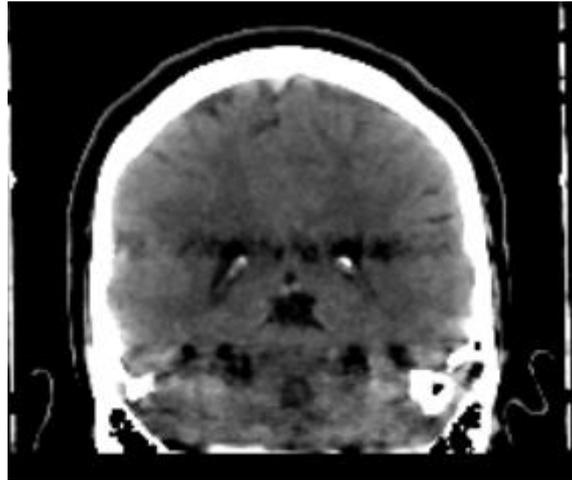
Coupe TDM préopératoire qui permet de localiser les noyaux sous-thalamiques.
